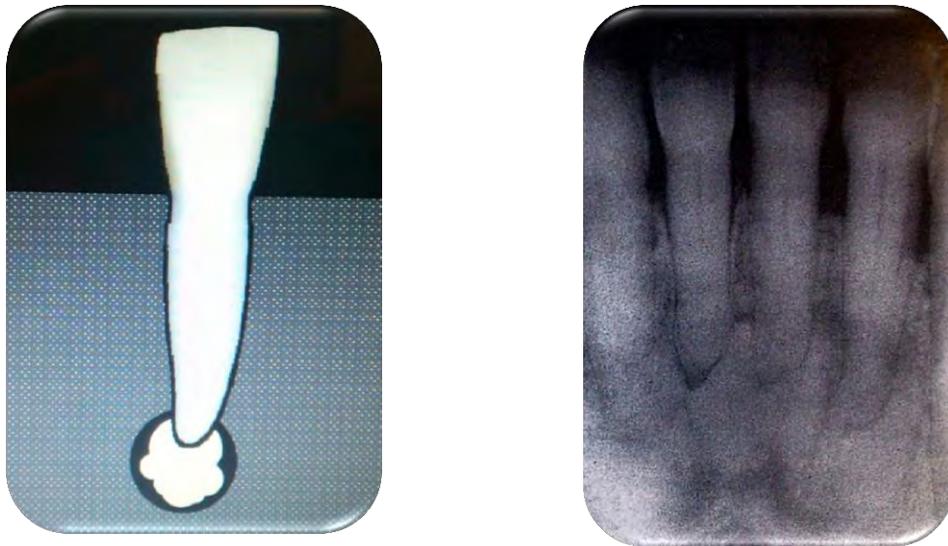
Imagen y Radiografía dentoalveolar de incisivos inferiores en fase osteoblástica de displasia ósea periapical.
